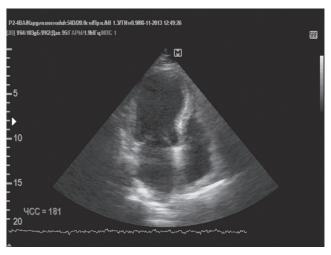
Эхокардиографическая картина пациентки Б. при поступлении в клинику: а — систола, 2-камерная апикальная позиция; б — диастола, 4-камерная апикальная позиция
